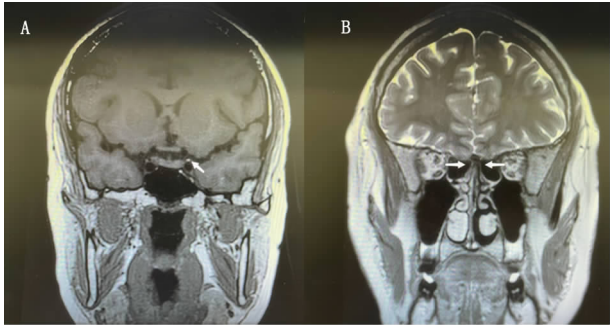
A 垂体 MRI+PWI 图(箭头示垂体左侧微腺瘤);B 嗅球 MRI 图(箭头示嗅球部缺失)
